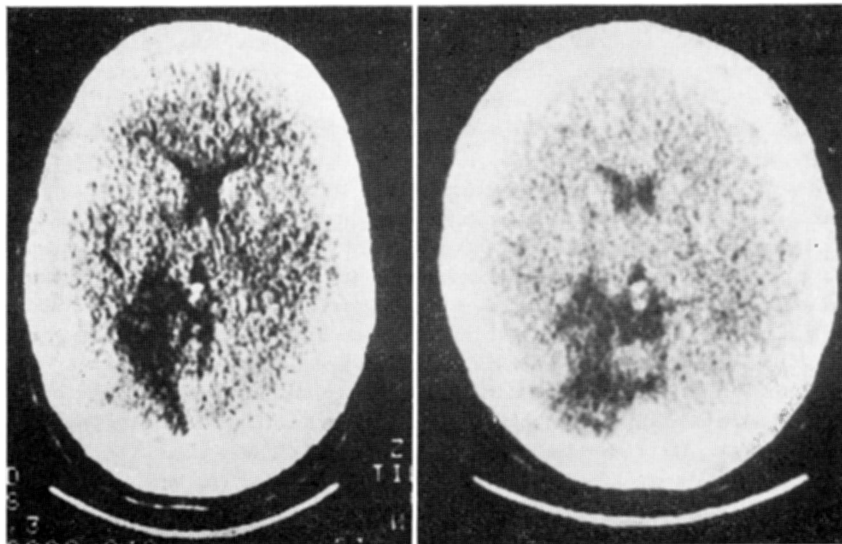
Tomografia computadorizada do crânio. À esquerda, do caso A.V.S.P., mostrando área hipodensa infero-mesial têmporo-occipital que se estende até porções posteriores do tálamo, à esquerda. À direita, do caso G.C.S., evidenciando área hipodensa em região infero-lateral têmporo-occipital com extensão para porções posteriores do tálamo, à esquerda.
